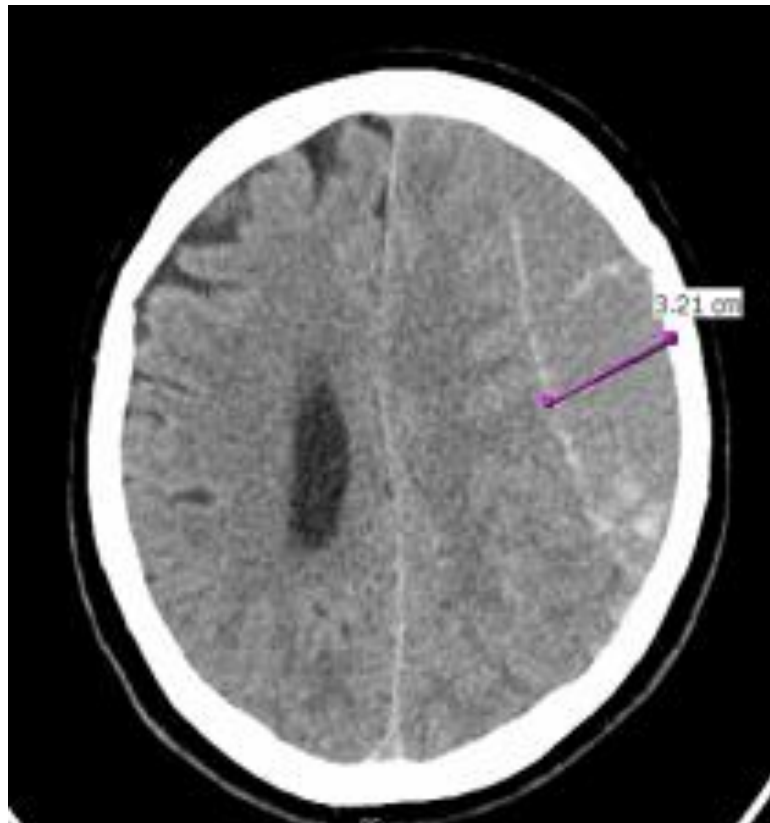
Nativni CT mozga (aksijalni presek): Saobraćajna trauma glave – na bolničkom prijemu, akutni subduralni hematom na konveksitetu leve cerebralne hemisfere uz pomeranje struktura u mediosagitalnoj liniji u desno
